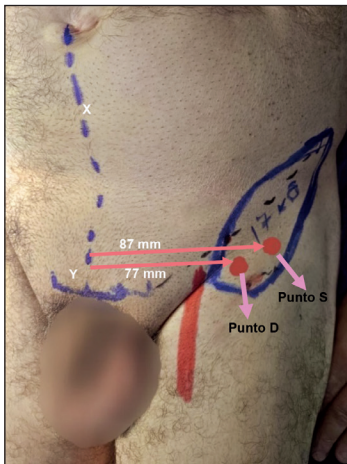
Puntos D y S marcados en la piel del paciente en zona inguinal antes de la cirugía, según las medidas tomadas con angiotomografía.
